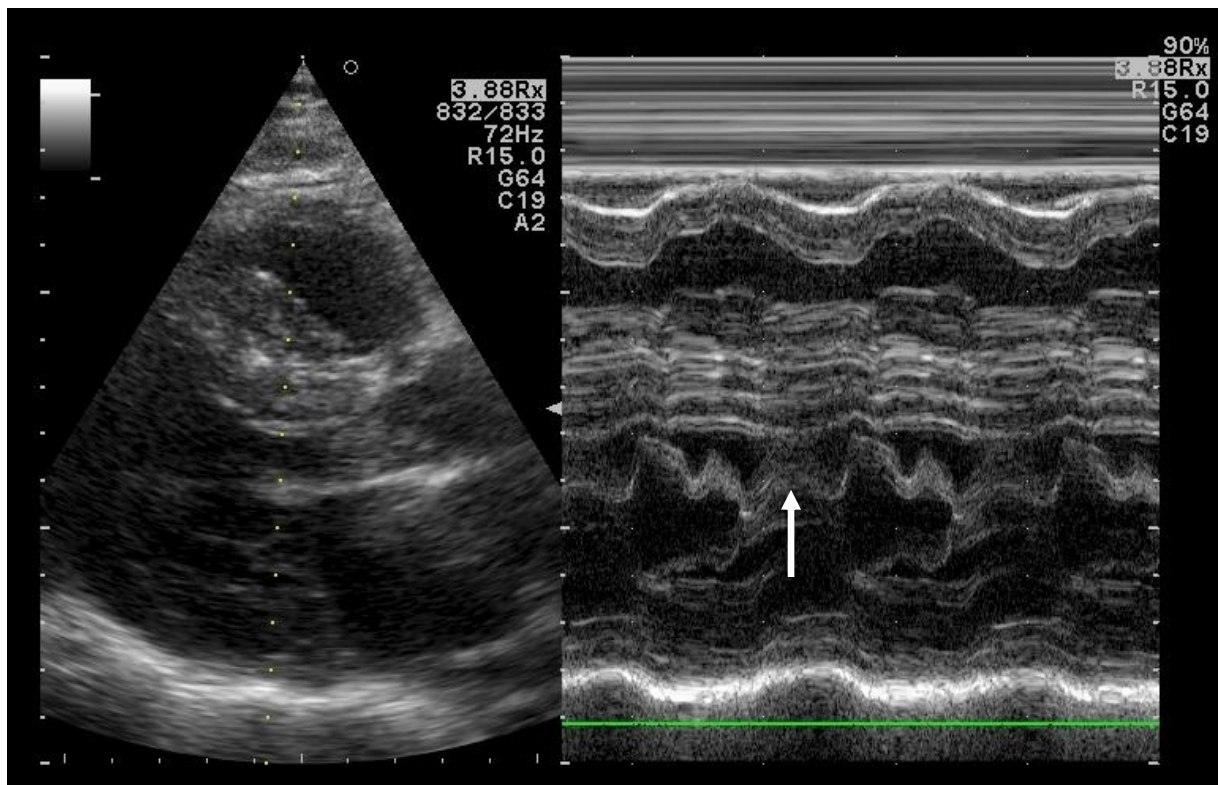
Ehokardiografski prikaz iz parasternalne duge osi pokazuje hipertrofirane stijenke LV vrijeme dijastole.
